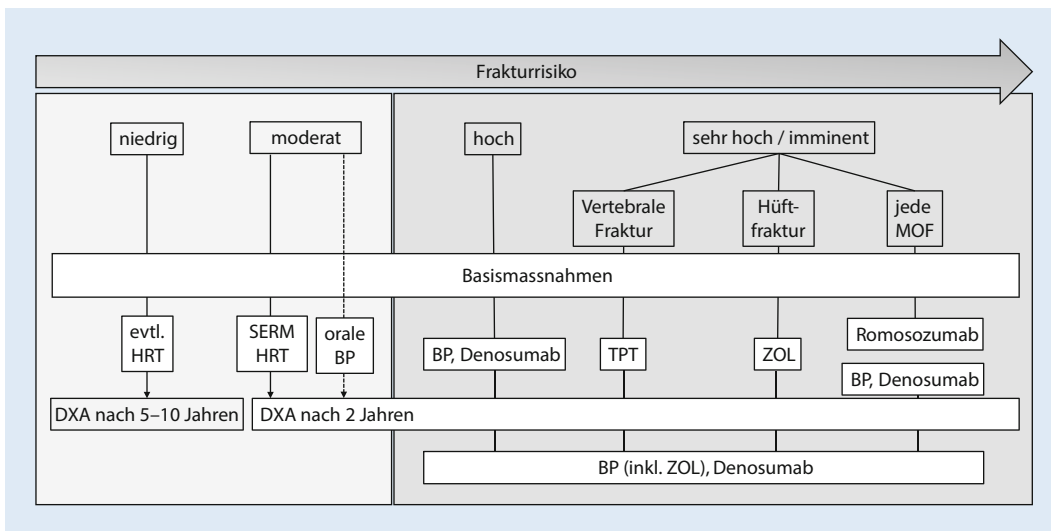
◀ BP Bisphosphonat, DXA Dual-X-ray-Absorptiometrie, HRT Hormonersatztherapie, MOF „major osteoporotic fracture“, SERM selektiver Östrogenrezeptormodulator, TPT Teriparatid, ZOL Zoledronat
